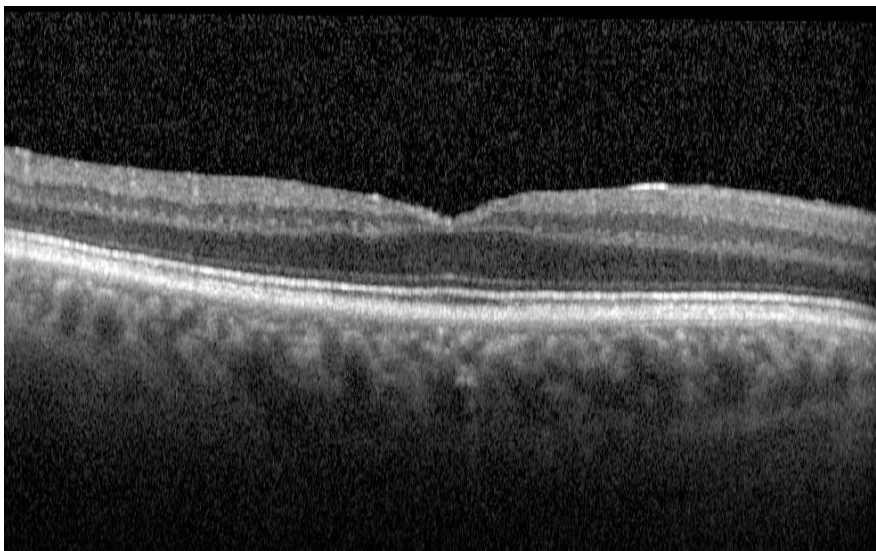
Diminuição da espessura macular, observada por tomografia de coerência ótica, após terapêutica anti-VEGF.
